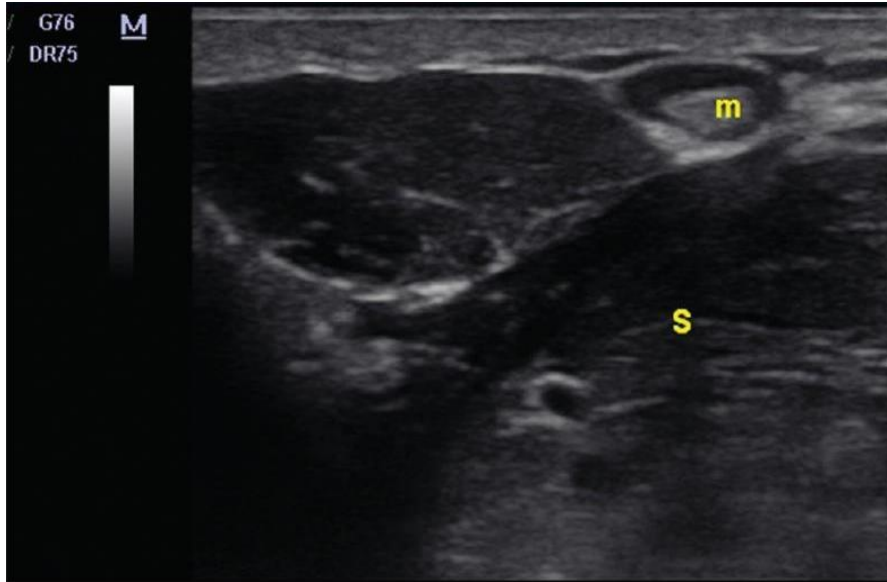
Ecografía submandibular izquierda que muestra una brillante (m) de forma ovalada que proyecta sombras acústicas posteriores en el conducto de Wharton izquierdo rodeado de líquido (saliva).
